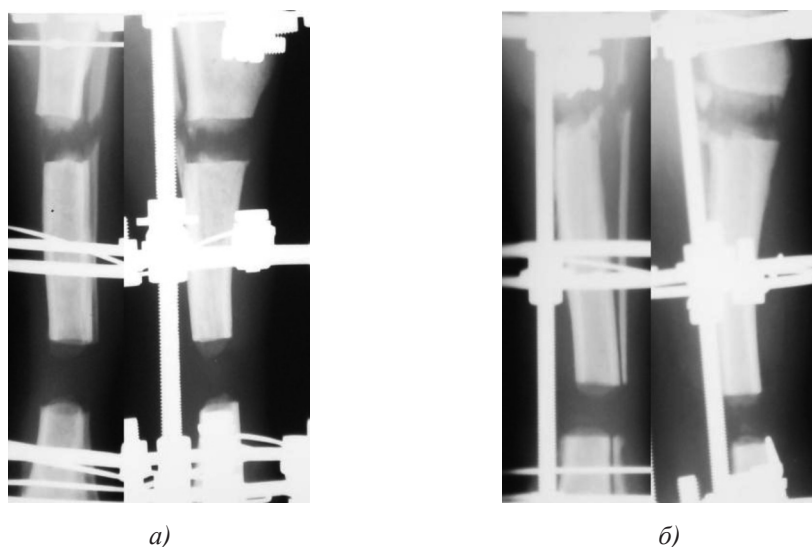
Фрагменты рентгенограмм через 14 суток distraction: а – опытная группа; б – контрольная группа
